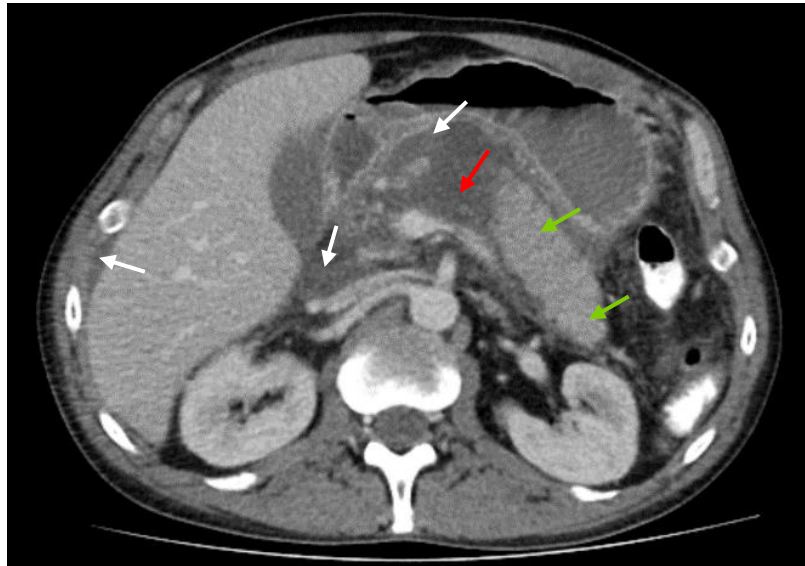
Компьютерная томограмма, выполненная на 30 сутки ОП. Венозная фаза, аксиальная проекция. Область разрыва формирующейся ПК (красная стрелка). Жизнеспособная паренхима ПЖ, расположенная дистальнее некроза (зелёный стрелки). Парапанкреатический выпот, свободная жидкость в брюшной полости (белые стрелки)
